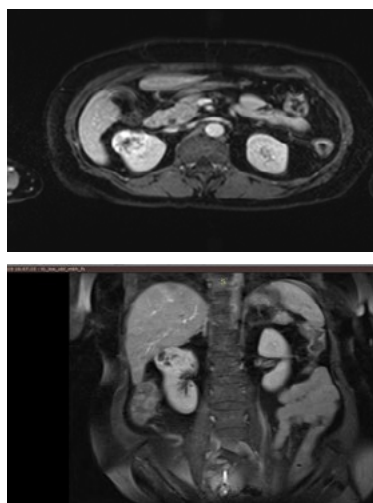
Компьютерная томография с контрастированием. А - в верхнем сегменте правой почки определяется образование, размером 38\*40мм, неоднородной структуры, накапливающее контрастный препарат
